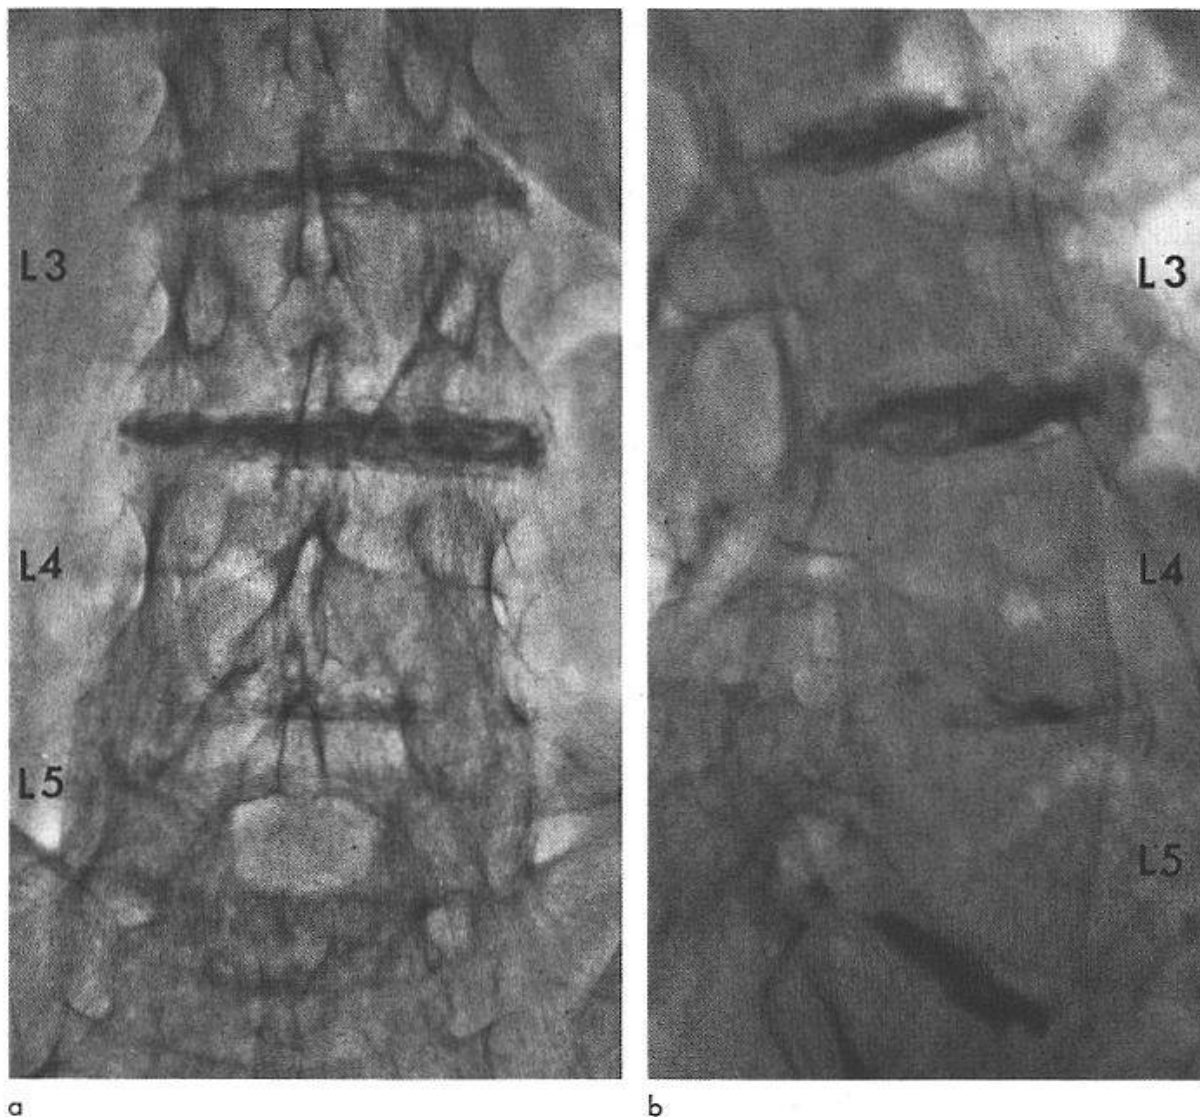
Spondylopathie ochronotique (femme de 74 ans - cas Anni de la référence 33, cas I de la référence 34). Radiographies d'un segment lombaire (face et profil, 15.8.78).
